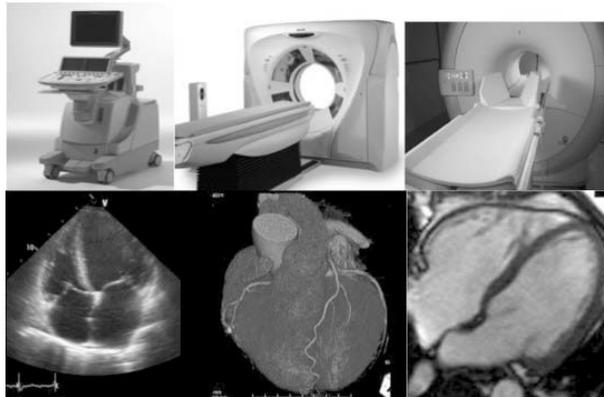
Izquierda arriba: ecocardiógrafo; izquierda abajo: imagen de ecocardiografía; centro arriba: tomografía axial computarizada (TAC); centro abajo: imagen de TAC; derecha arriba: resonancia magnética (RM); derecha abajo: imagen de RM.
